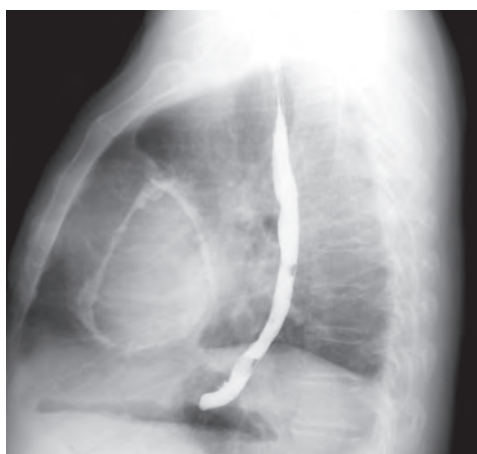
Radiografie toraco-pleuro-mediastino-cardio-pulmonară – profil lateral stâng.
